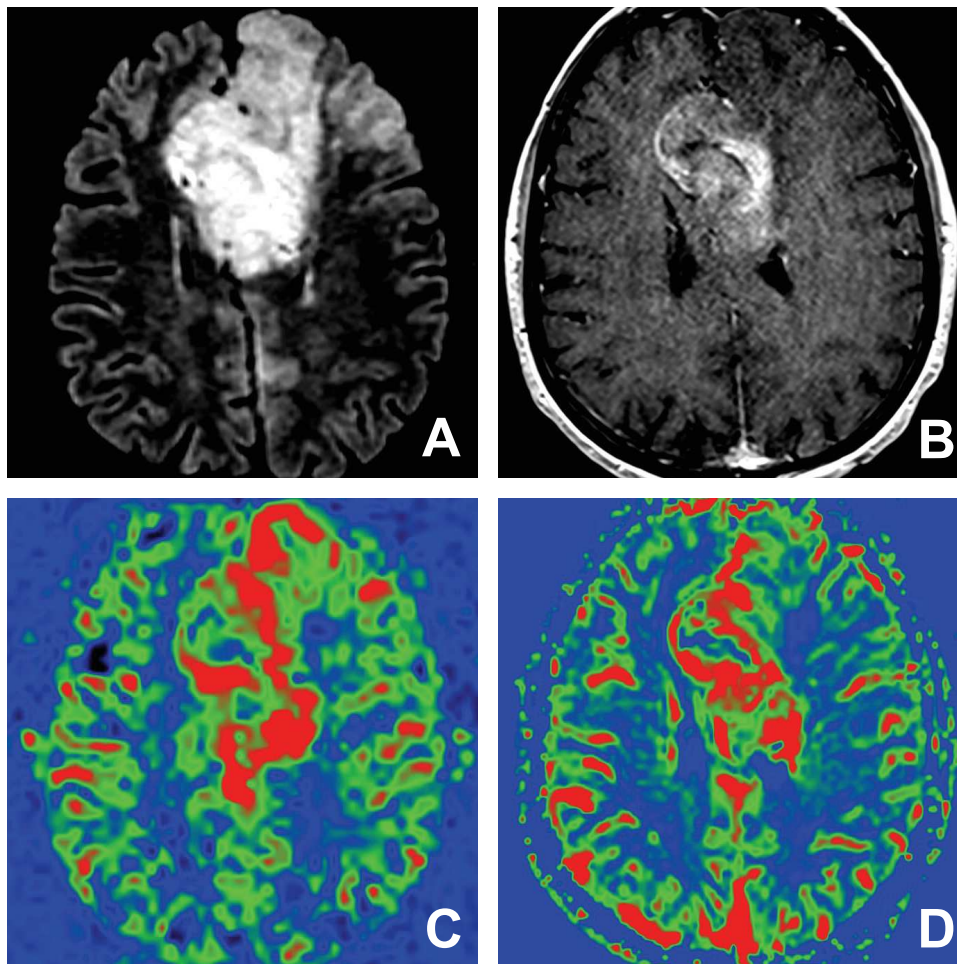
Autre exemple de glioblastome chez une patiente de 67 ans, qui présente un processus infiltrant fronto-calleux sur la séquence FLAIR (A), avec prise de contraste hétérogène sur la séquence T1 après injection de gadolinium (B). La néoangiogenèse est plus étendue en dehors de la prise de contraste dans la région cortico-sous-corticale frontale gauche sur la carte ASL (C) par rapport à la carte T2* (D).
